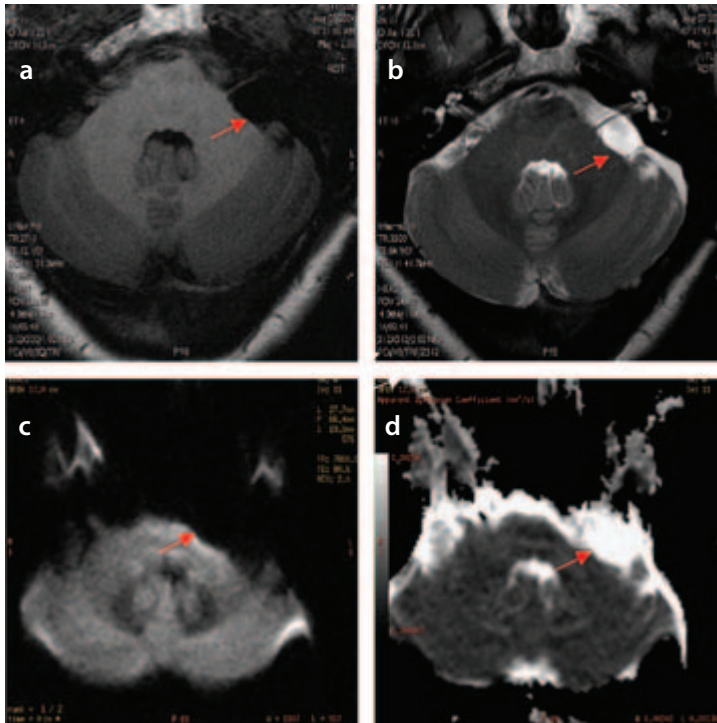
Quiste vesicular en el ángulo pontocerebeloso izquierdo con desplazamiento rostral de los nervios craneales VII y VIII. a) RM: secuencia ponderada en T1. Se observa la cisterna del ángulo pontocerebeloso izquierdo amplio con tracción de los nervios craneales VII y VIII. b) RM: secuencia ponderada en T2. Donde se definen mejor los nervios y el quiste subaracnoideo. c) RM: secuencia ponderada en difusión. Donde se aprecia la señal del quiste similar a la del líquido cefalorraquídeo que permite diferenciarlo de un tumor epidermoide frecuente en esta localización. d) RM: coeficiente aparente de la difusión. Se corrobora su señal de líquido.
